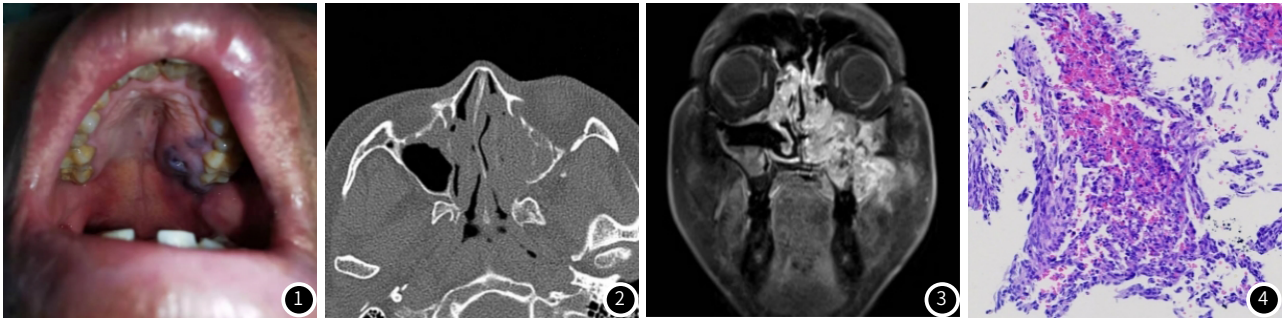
查体见左侧上颌窦区面部肿胀，局部皮肤颜色加深，呈暗紫色，上区牙龈肿痛。图2 CT骨窗示左侧上颌窦各壁骨质不同程度侵蚀破坏，病灶局部向外突出。图3 MR增强示左侧上颌窦-中鼻道内病灶增强呈不均匀强化，并向外突破窦壁结构。图4 HE镜下(x100)示肿瘤由不同程度异型性的内皮细胞形成不规则的互相吻合的血管腔。
